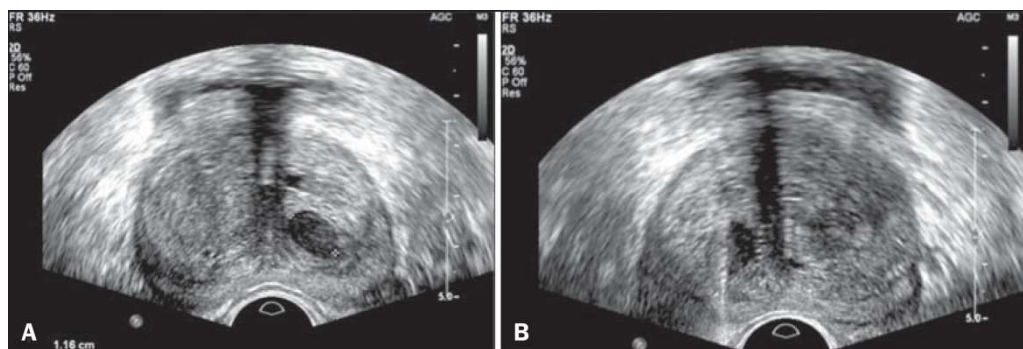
Imagen de ecografía transrectal del Complejo Hospitalario Provincial de Castellón.
